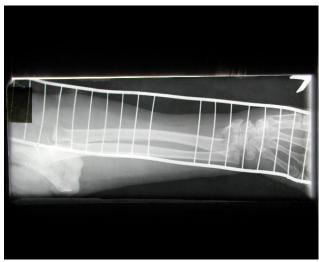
Рентгенограмма той же больной. Отмечается передний вывих предплечья, перелом лучевой кости
